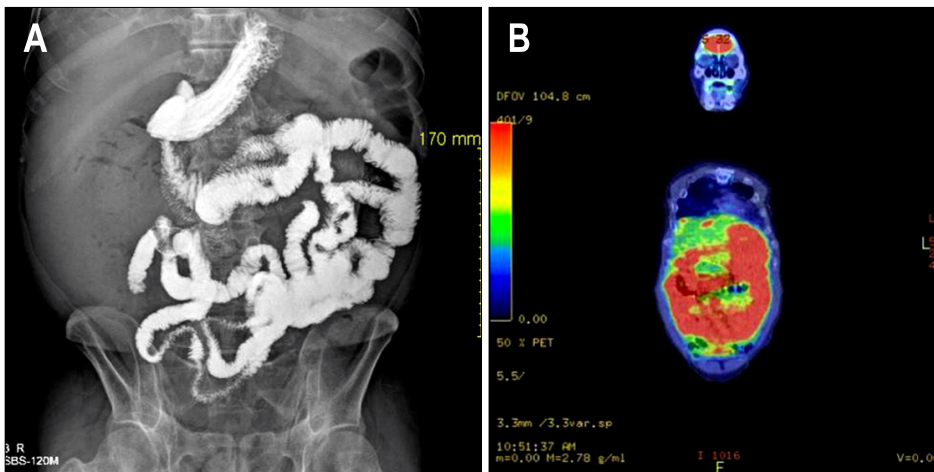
Small bowel series and PET-CT findings. (A) Small bowel series showed a normal contour without evidence of extrinsic compression. (B) Diffuse FDG uptake along the peritoneal surface was noted. This finding was consistent with peritoneal carcinomatosis.
